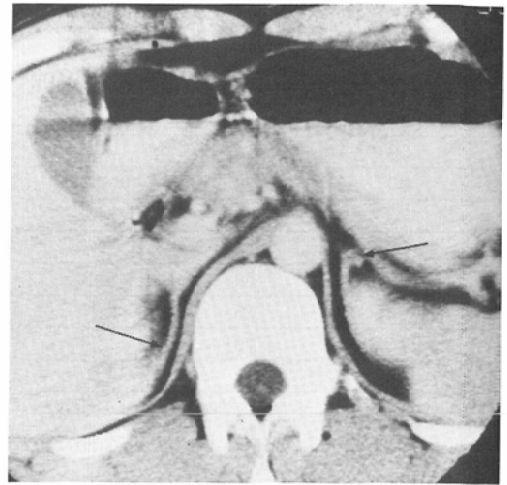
CT of normal adrenal glands (arrows). Rod shaped right adrenal gland. Inverted Y shaped left adrenal gland.
